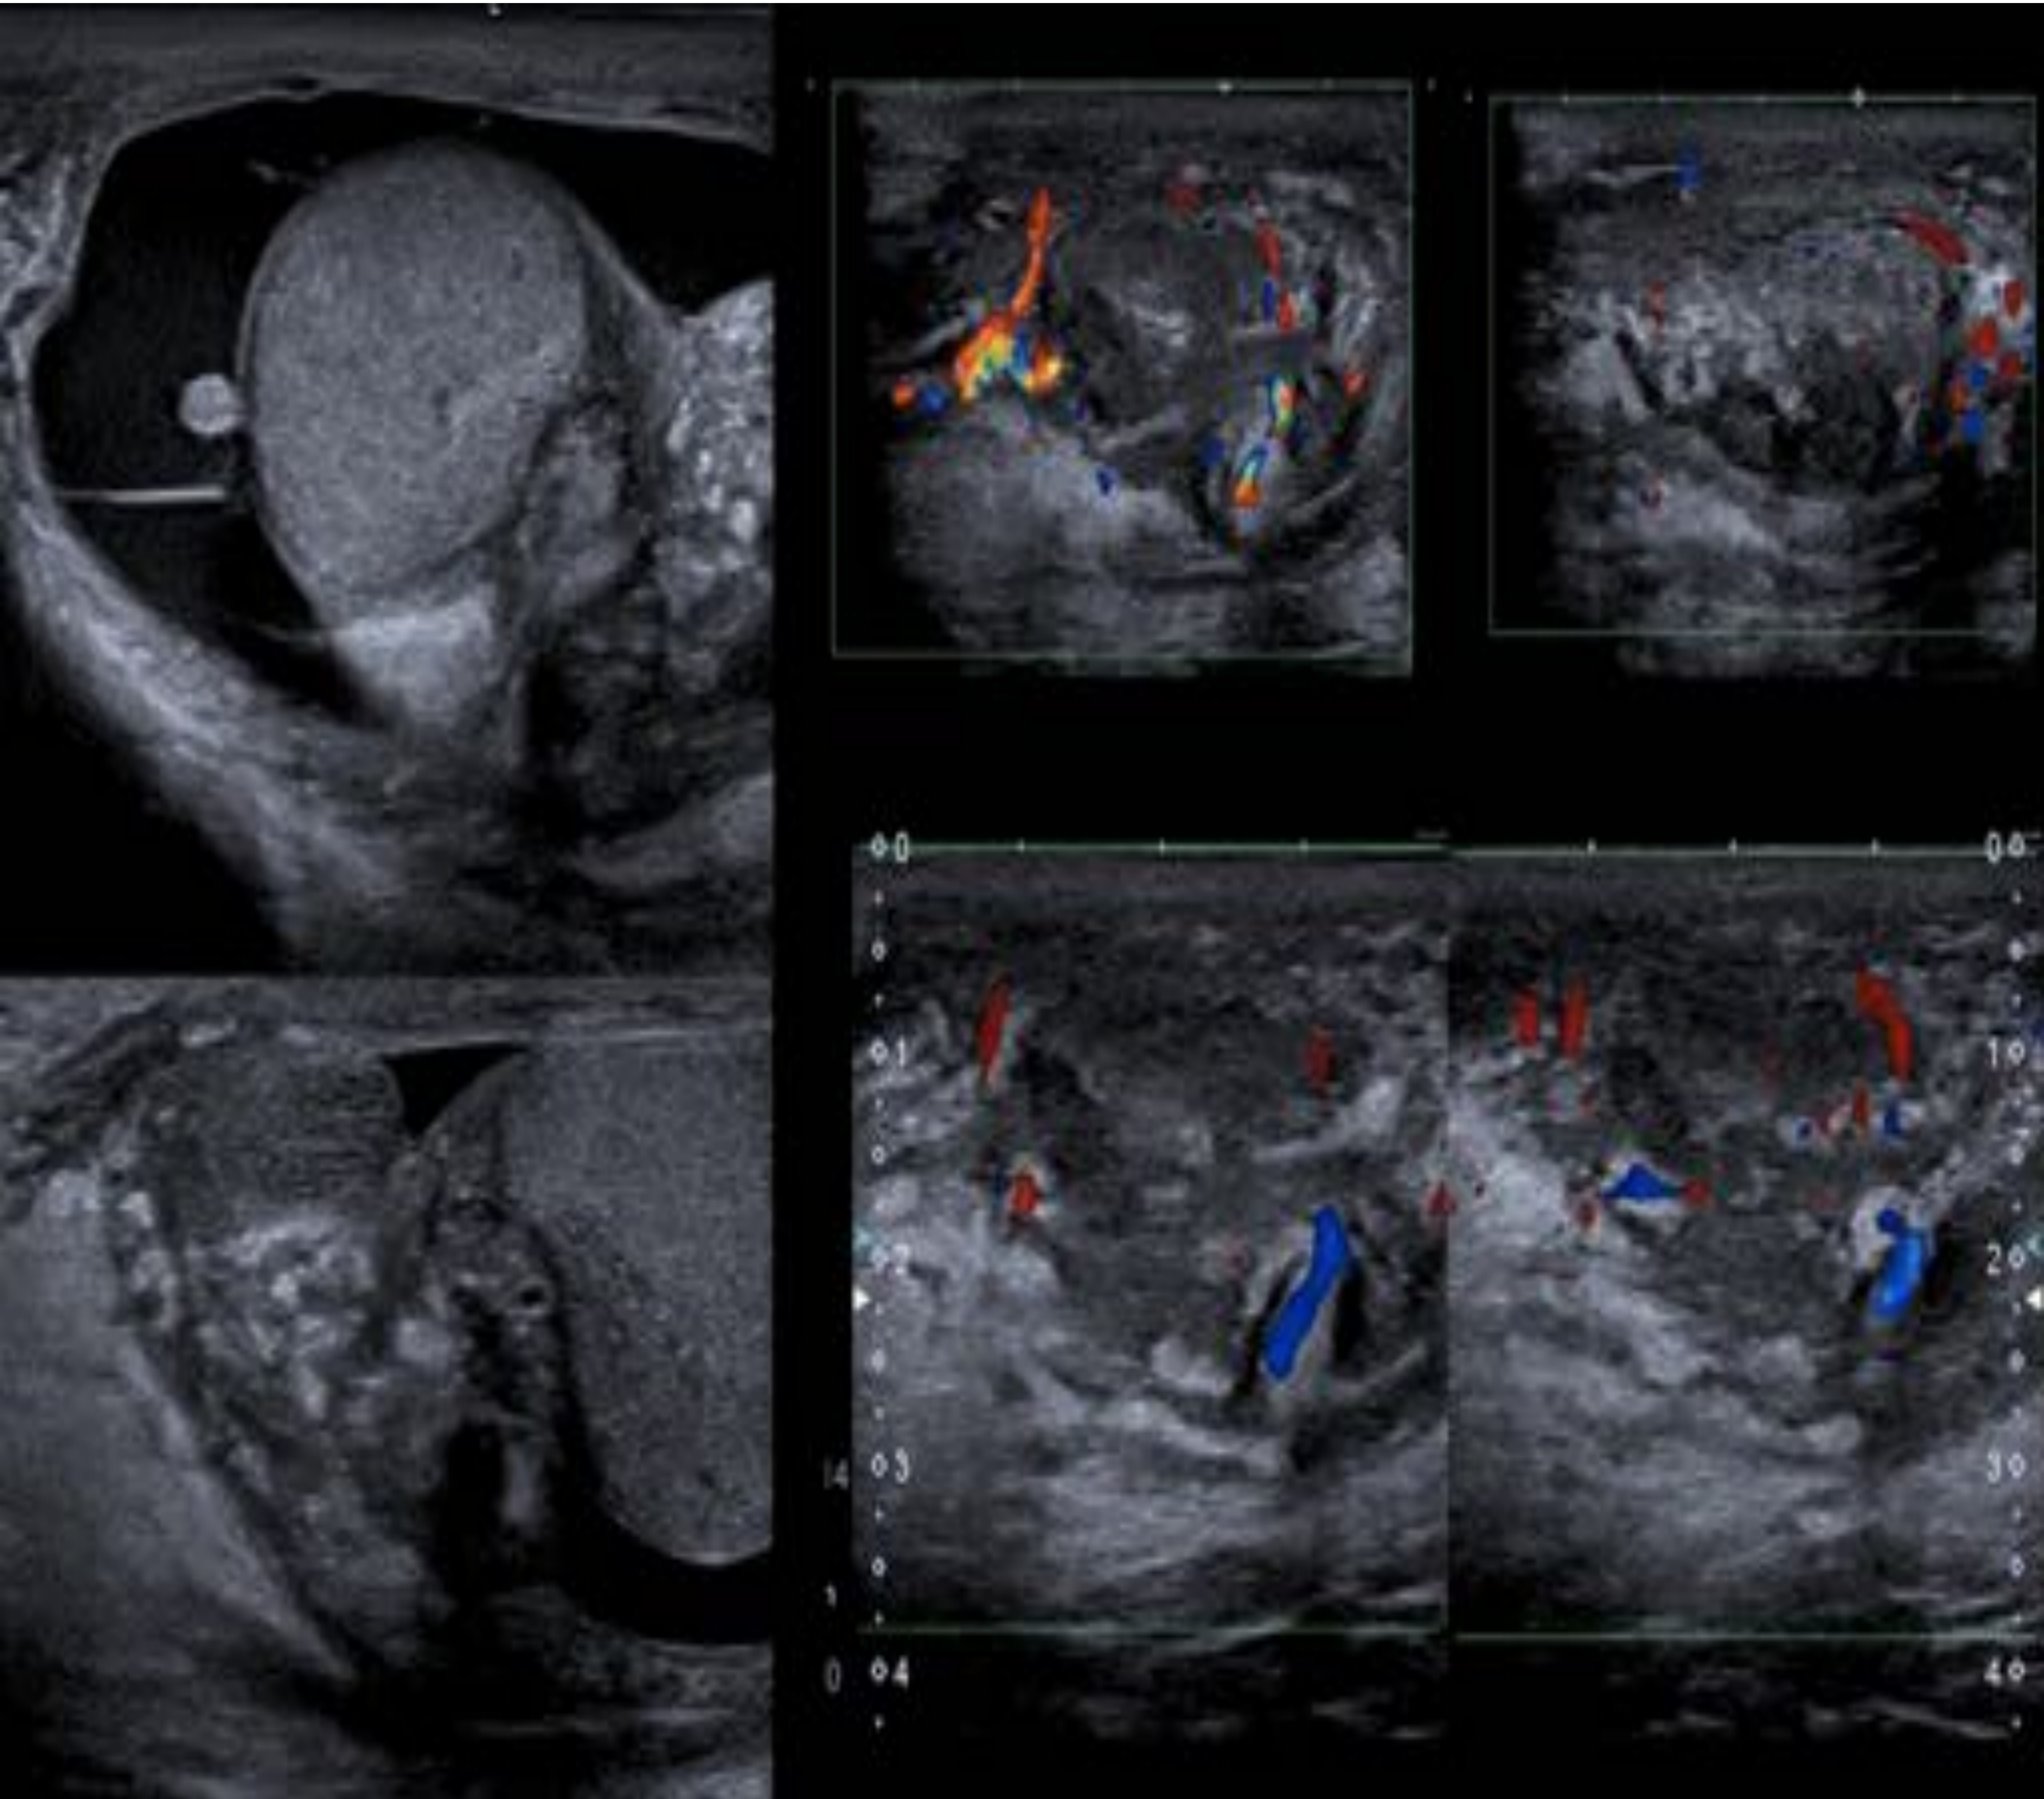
Hematoma extratesticular en evolución-piocèle: El mismo paciente de la Figura anterior, una semana después, con aumento en el tamaño de la cavidad escrotal, malestar general, dolor y fiebre. La ecografía reveló un aumento del engrosamiento de las cubiertas escrotales y un aumento de la masa escrotal con un flujo Doppler color significativo que sugiere cambios inflamatorios / infecciosos (piocèle). El testículo era normal.
